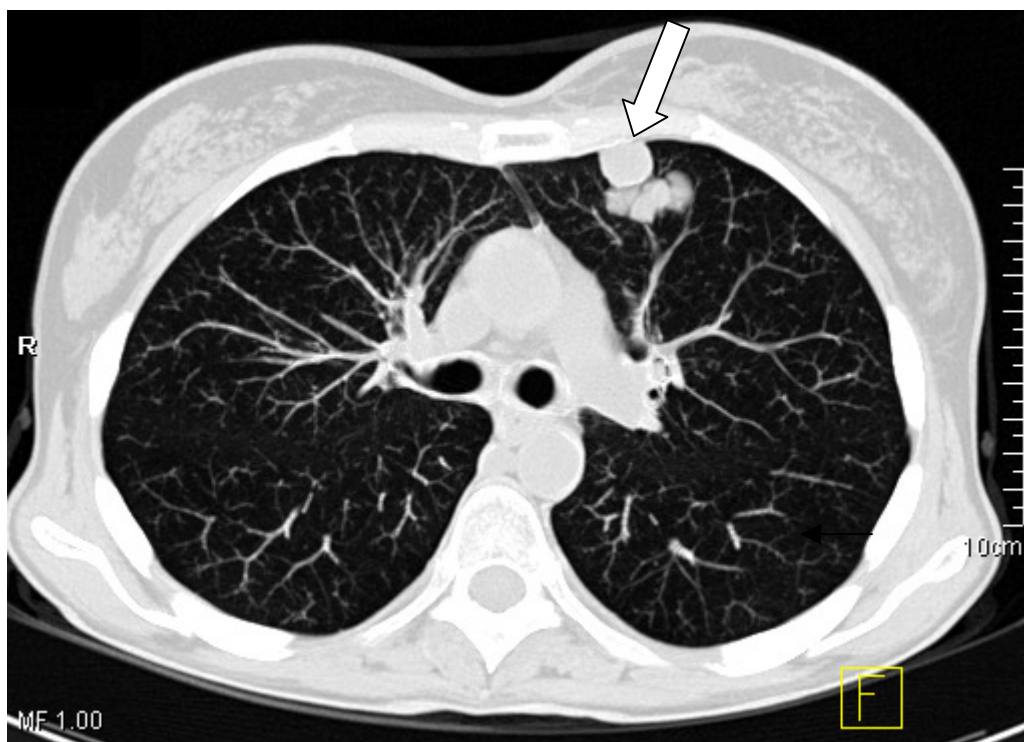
Intrapulmonaler Rundherd im CT-Thorax (Pfeil)
